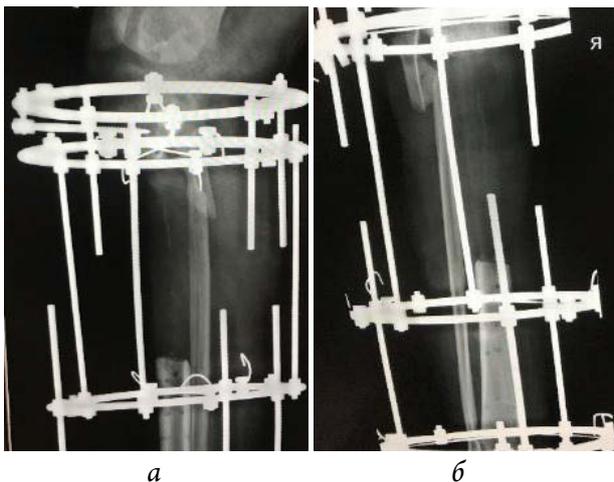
Рентгенограммы голени пациента В. до оперативного лечения: *a* – прямая проекция; *б* – боковая проекция. Определяется дефект большеберцовой кости 18 см
